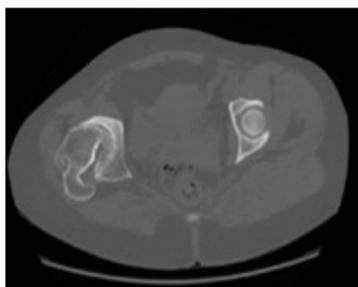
Imagen de TAC: se observa tectoplastia en la cadera derecha con osteofito que limita la rotación externa.
